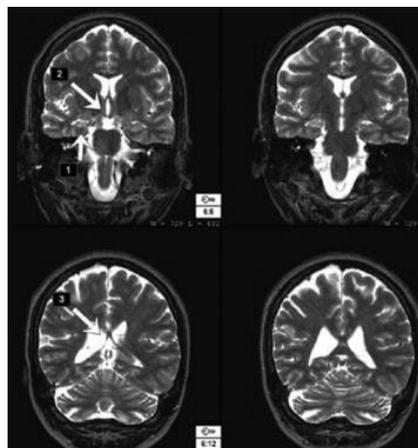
Citra Potongan *Coronal* Sekuen FLAIR pada Pasien dengan Kejang Parsial Kompleks (Trepeta, 2020)
